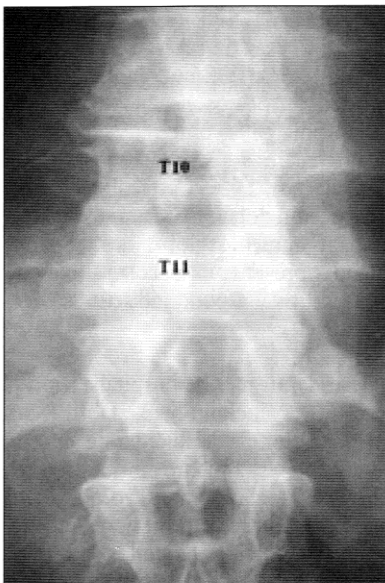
Visión aumentada de la radiografía c.
